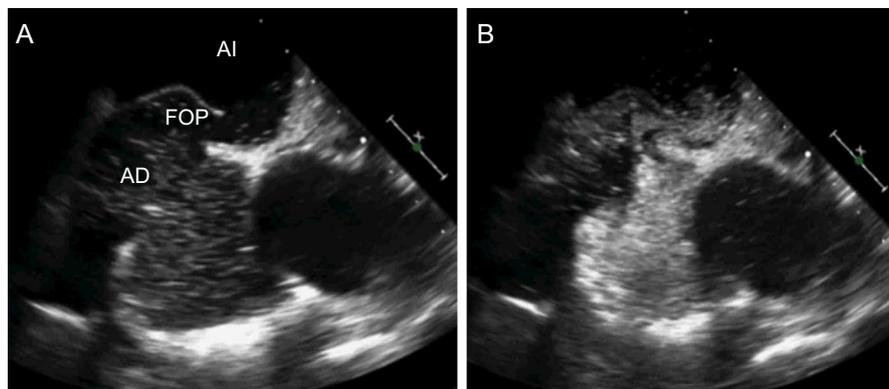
Diagnóstico de foramen oval permeable tras inyección de suero salino agitado. A: ecocardiografía transesofágica. B: paso masivo de burbujas tras inyección de suero salino agitado. AD: aurícula derecha; AI: aurícula izquierda; FOP: foramen oval permeable.
